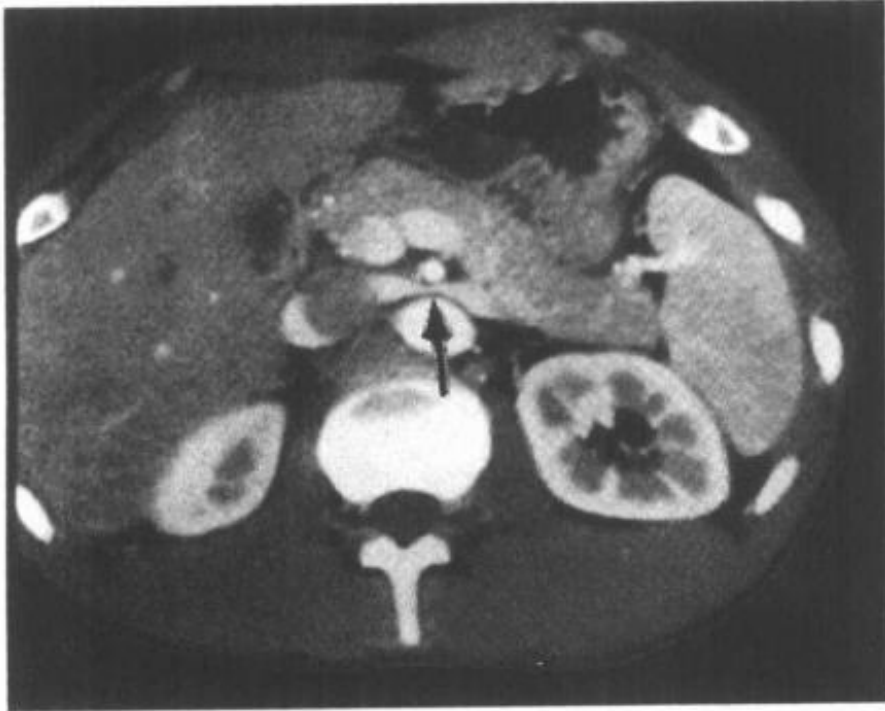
11—10 CT增强扫描显示胡桃夹综合征
